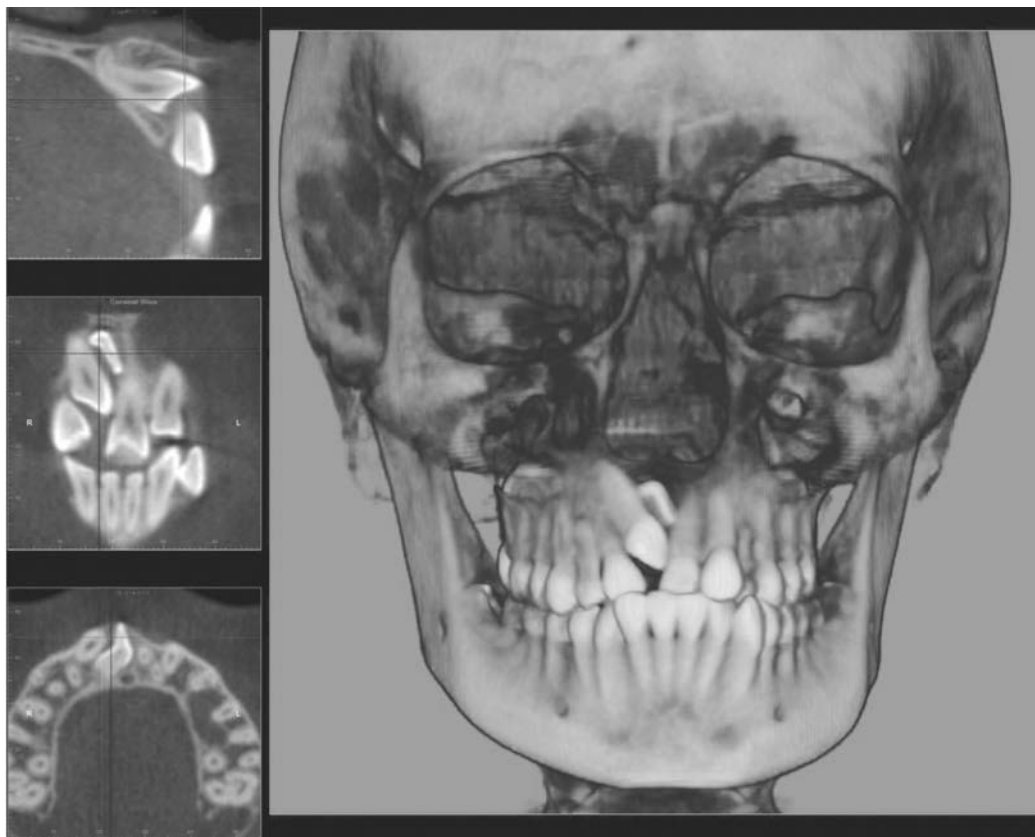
Tomografía computarizada volumétrica (TCV o CBCT) de múltiples dientes impactados que muestran cortes en los tres planos corporales. Esta herramienta es de gran utilidad tanto para el cirujano (le ayuda a diseñar el abordaje), como para el ortodoncista (le permite decidir la mejor forma de administrar las fuerzas de tracción).
